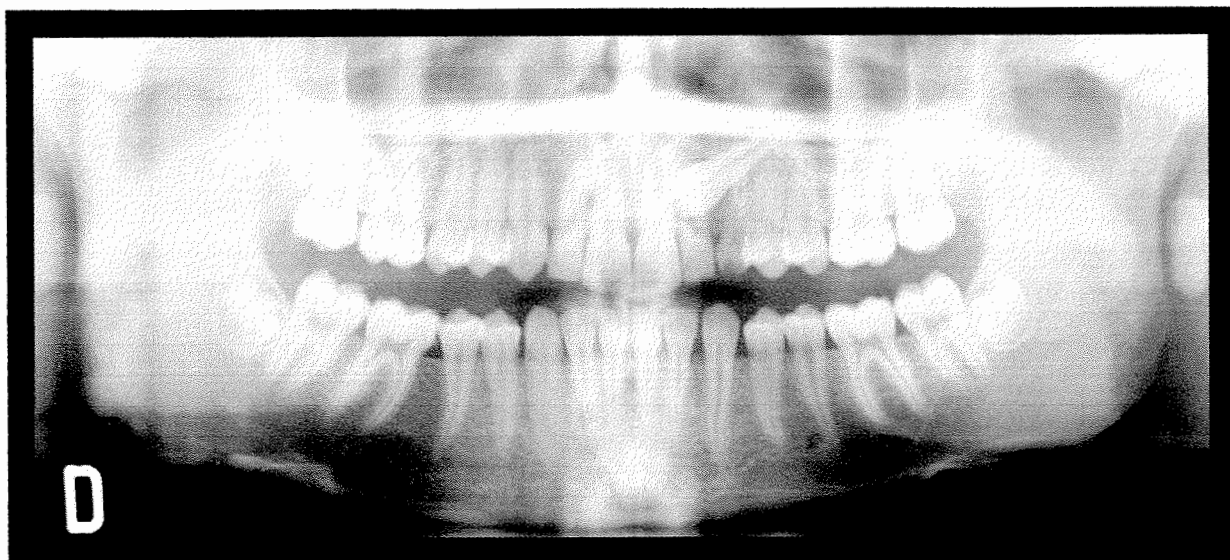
Radiografía panorámica de un canino incluido superior izquierdo, unilateral. (22)
